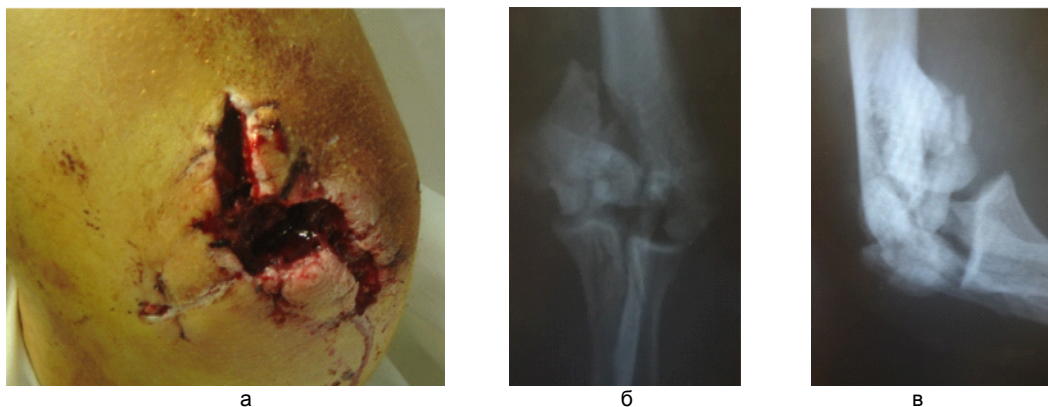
Рваноушибленная рана области локтевого сустава – а; рентгенограммы левого локтевого сустава в двух проекциях – б, в
